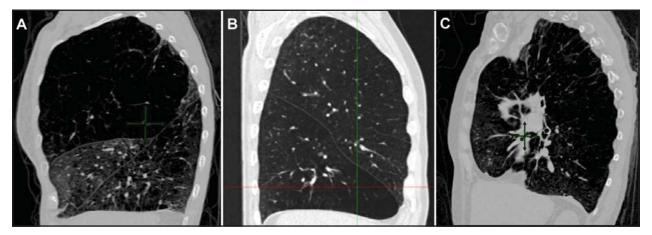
Imagens de tomografia computadorizada. Em A, enfisema heterogêneo e cissura completa; em B, enfisema homogêneo e cissura completa; e, em C, enfisema heterogêneo e cissura incompleta.
